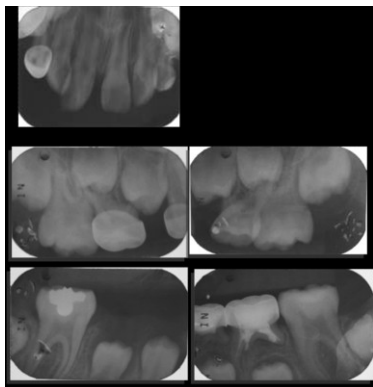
Radiografías después del tratamiento
